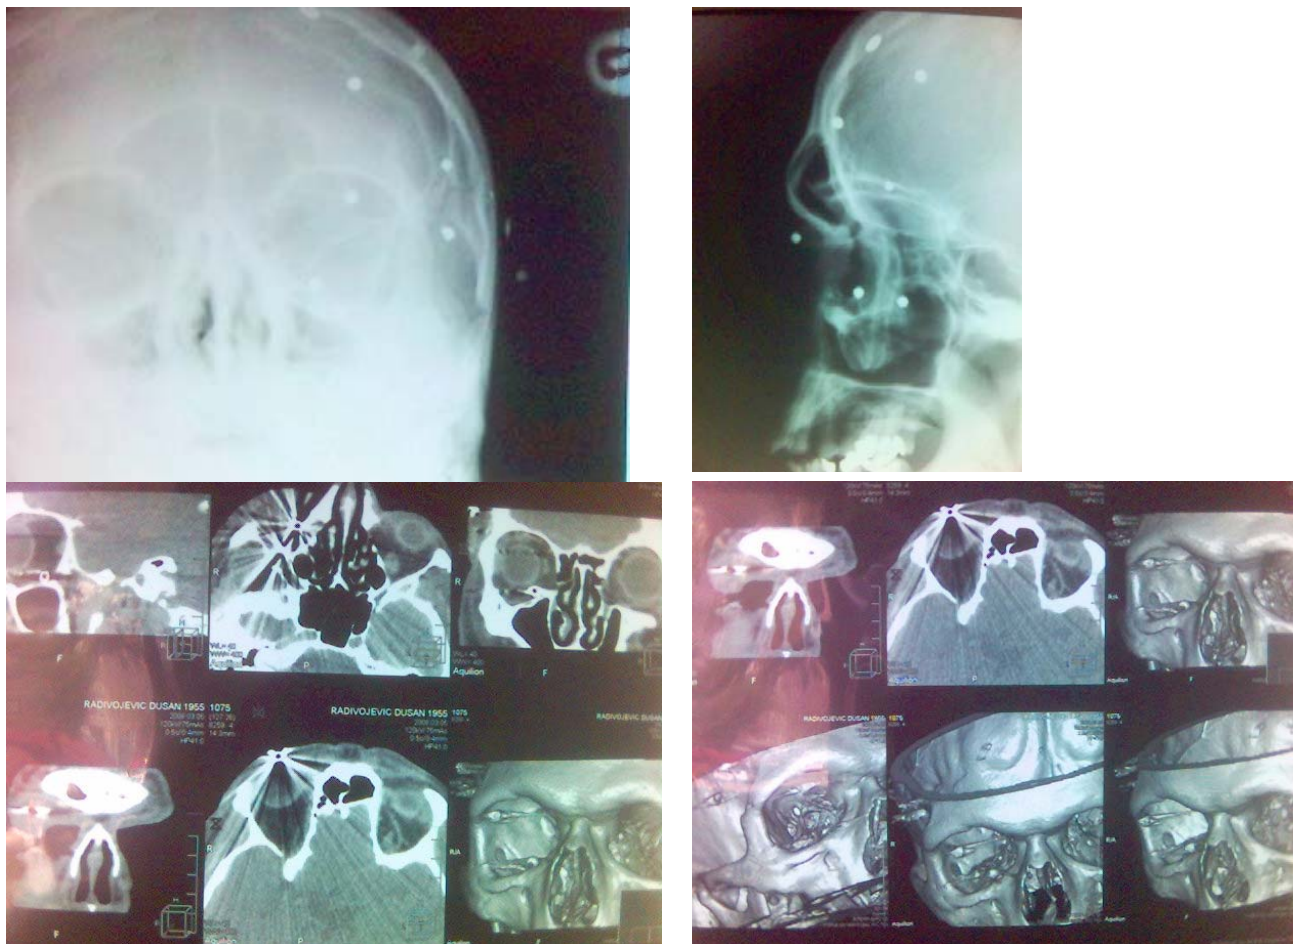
Strano telo desnog oka. CT orbita. Desno, na dnu orbite, okrugla, homogena, oštro delineirana senka, dijametra oko 5mm, inteziteta metala, koja leži u otvoru optičkog kanala (lumen optičkog kanala je manji od dijametra dramlije) i dovodi do prekida očne peteljke
